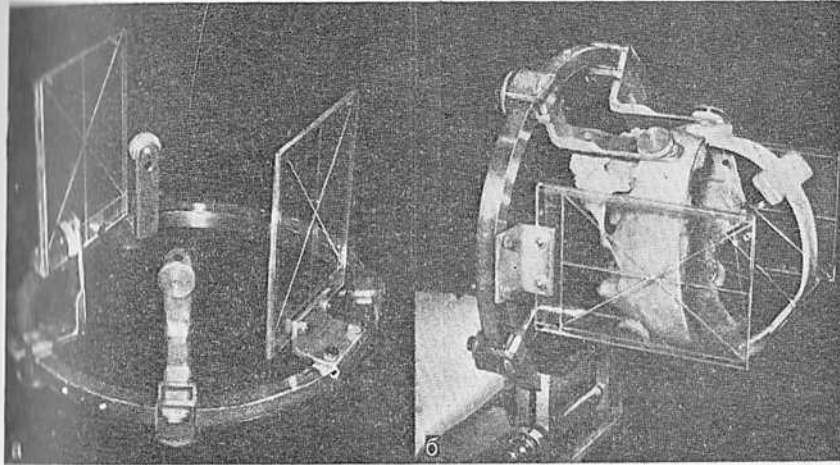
Принцип разработанного в НИИ нейрохирургии способа стереотаксической КТ.
